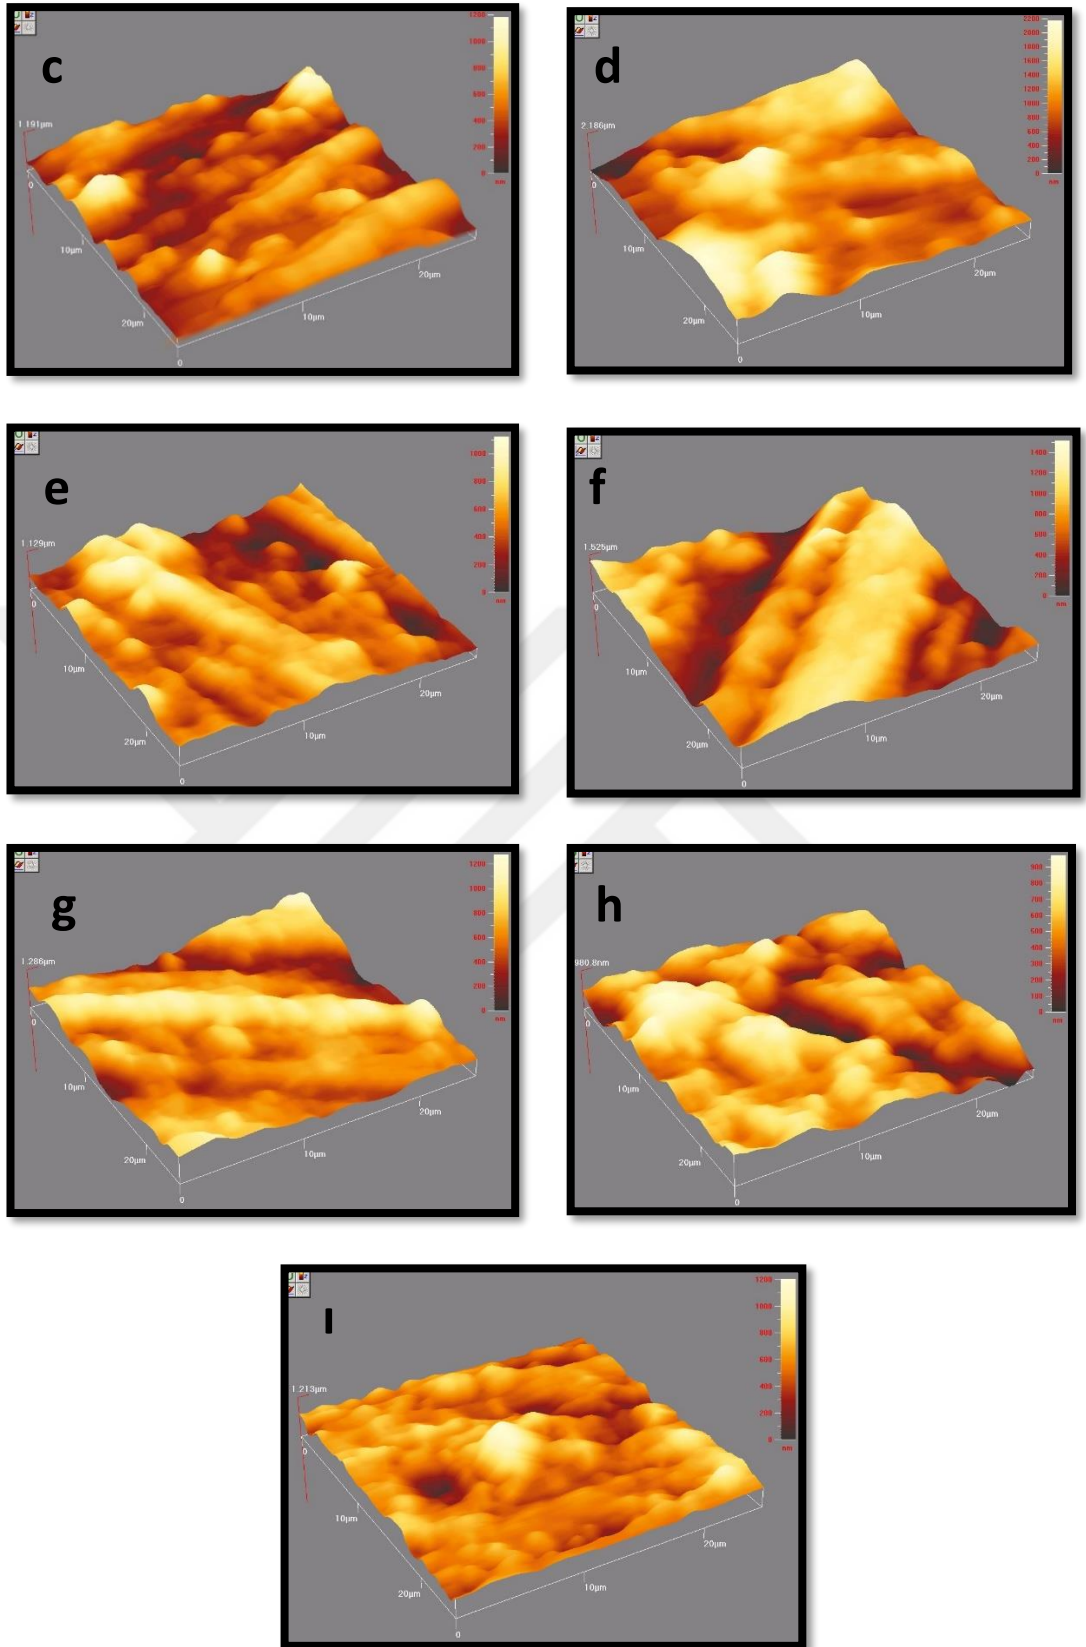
9: Gruplara ait 3D yüzey topografisi görüntüleri (a: Kontrol grubu; b: Ag1 grubu; c: Ag2 grubu; d: Ag5 grubu; e: Ag10 grubu; f: Zn1 grubu; g: Zn2 grubu; h: Zn5 grubu; i: Zn10 grubu)
